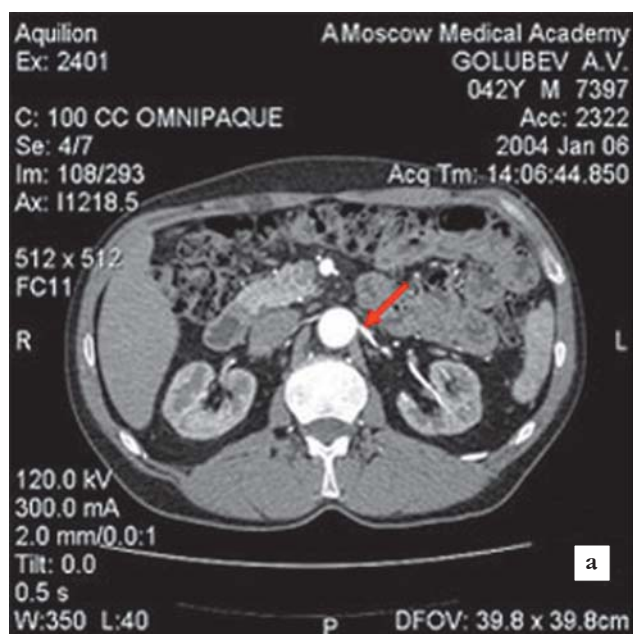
МСКТ сосудов почек в режиме ангиографии (стрелками указано место стеноза)
